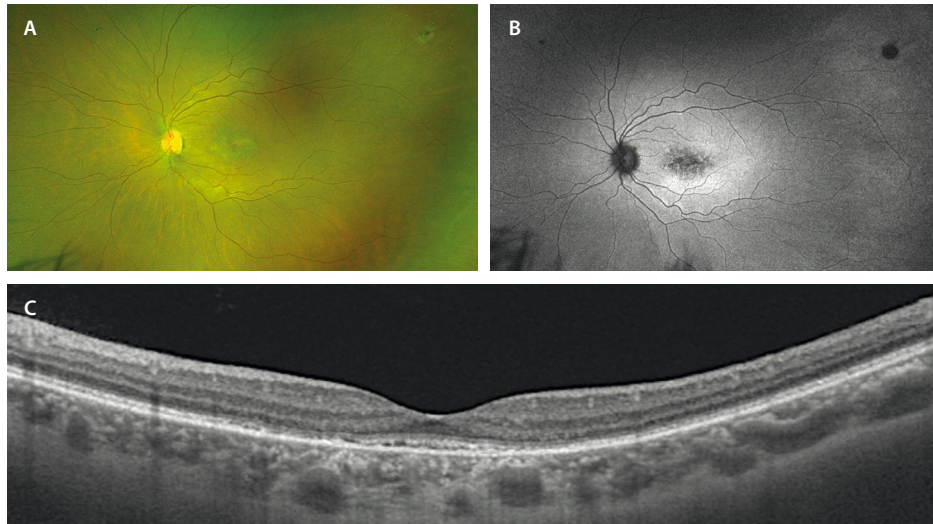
Distrofia de conos-bastones. Mujer de 36 años, con agudeza visual de 0,8 y alteración tanto en las respuestas fotópicas como escotópicas del electroretinograma. Portadora de la variante patogénica c.769C>T en homocigosis en el gen *CERKL*. A) En la retinografía presenta una alteración pigmentaria macular, siendo la periferia normal. B) La autofluorescencia muestra un moteado hipoafluorescente a nivel foveal. C) En la tomografía de coherencia óptica se observa una pérdida de la zona de interdigitación del epitelio pigmentario de la retina, con una atenuación de la zona de elipsoides y una granularidad del epitelio pigmentario de la retina.
